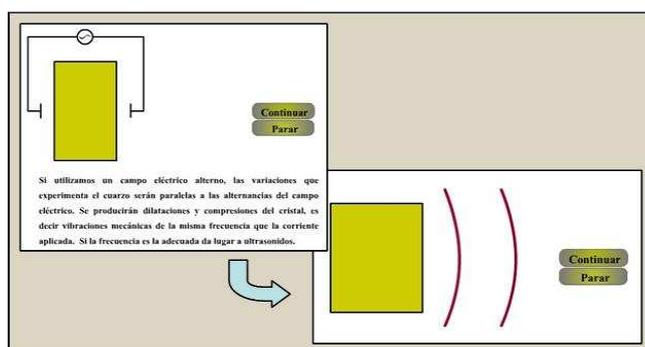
Efecto piezoeléctrico inverso: al aplicar una tensión eléctrica alterna se producen vibraciones mecánicas ultrasonoras.
